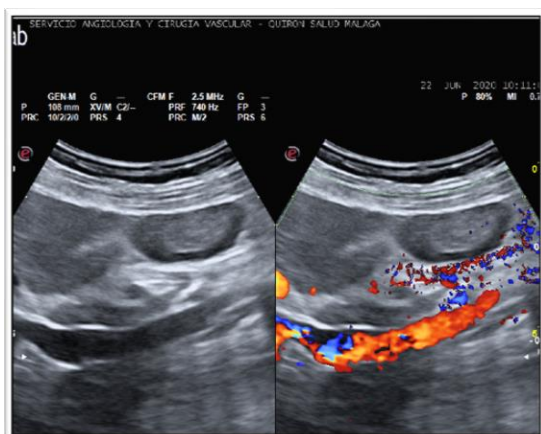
Vena ovárica izquierda insuficiente, visualizada en plano sagital con sonda convexa en modo B y Doppler color.
